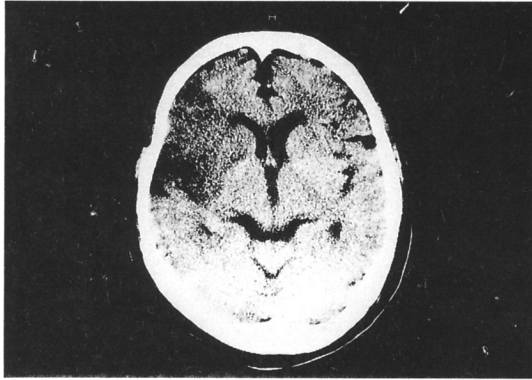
Brain CT finding in a patient with potential embolic source. Ischemic infarction of right middle cerebral artery.
